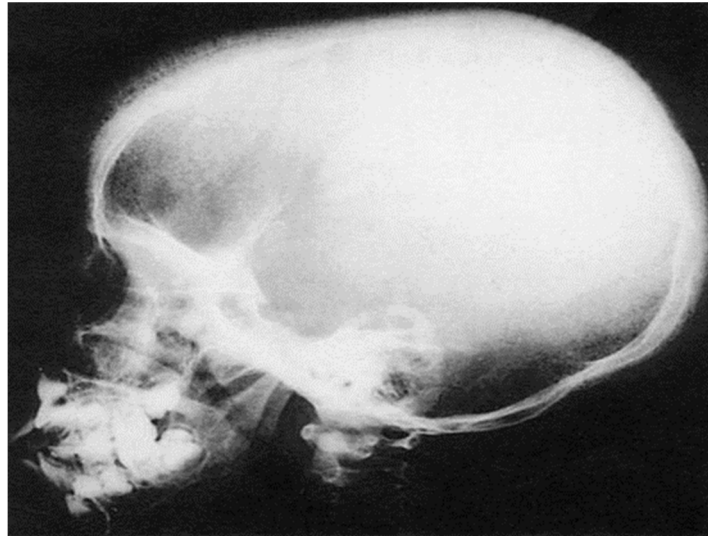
Radiographie du crâne au cours de la drépanocytose. Élargissement du diploé avec un amincissement de la table interne et striations radiaires en « poils de brosse » dus à l'hyperplasie médullaire. (33)
